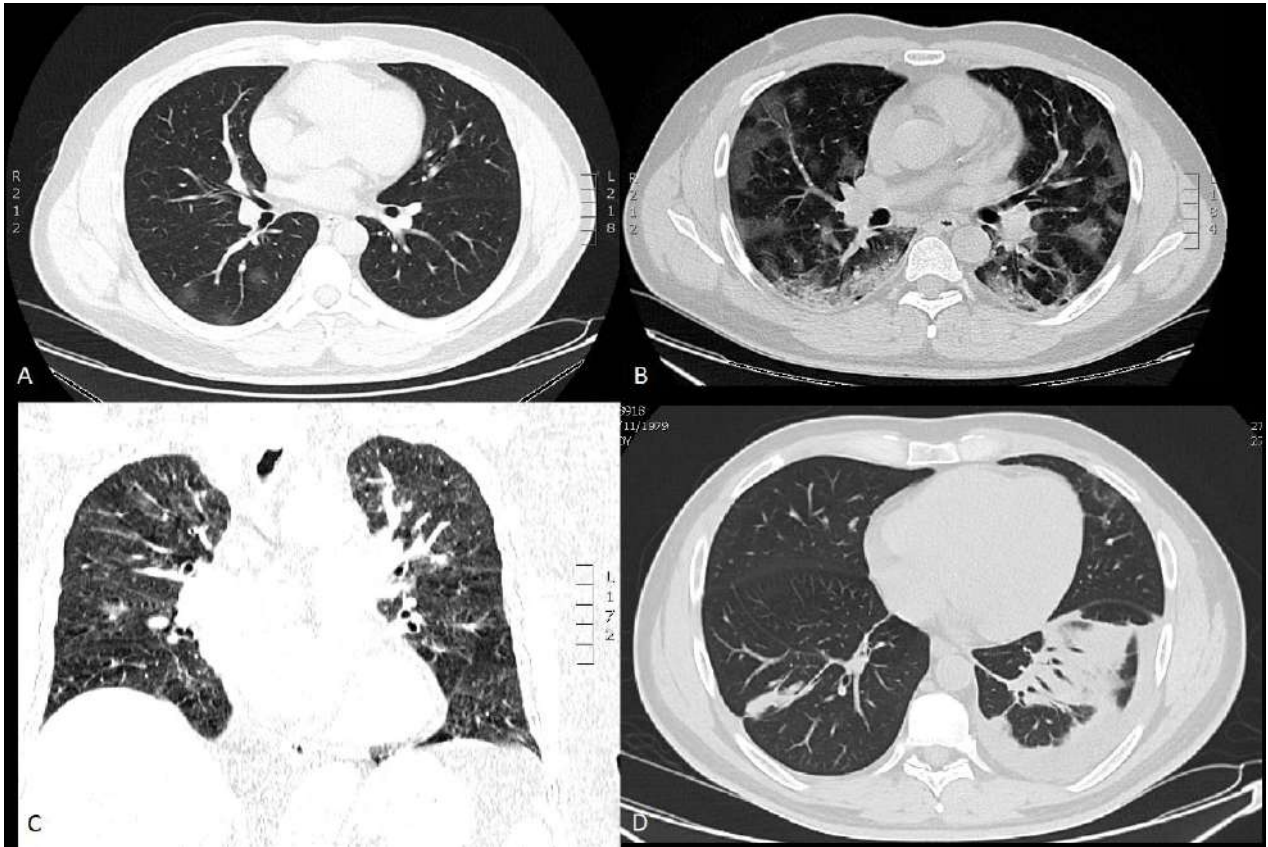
Ejemplo de tomografías de nuestra serie de casos. A, Tenues opacidades en vidrio deslustrado redondeadas en base pulmonar derecha, típica para neumonía por COVID-19 temprana. B, opacidades en vidrio deslustrado extensas, parcheadas bilaterales con tendencia a la consolidación en su aspecto dependiente, tomografía del mismo paciente 7 días después, típica para enfermedad avanzada. C, opacidades en vidrio deslustrado confluentes bilaterales más centrales sin focalidad, indeterminada para neumonía por coronavirus, Film Array PCR positivo para Rinovirus y Enterovirus. D, sugestiva de otra patología, atelectasia segmentaria en lóbulo inferior izquierdo con efusión pleural leve asociada y pequeña atelectasia lineal en lóbulo inferior derecho.
